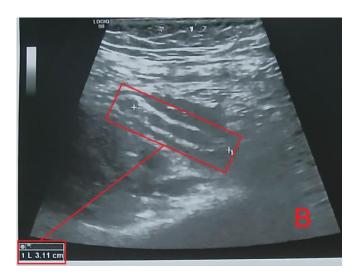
(B) : coupe échographique longitudinale .
